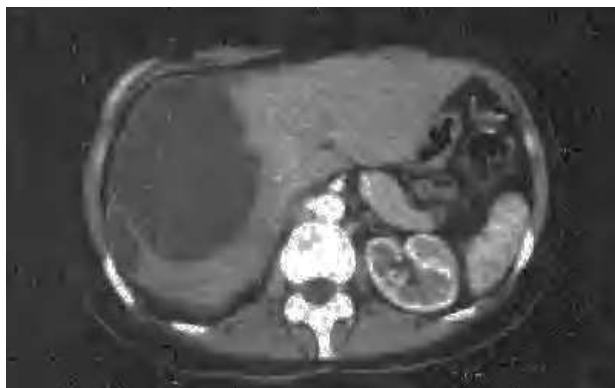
Tomografía computarizada (TC) abdominal donde se observa gran masa quística polilobulada en el lóbulo hepático derecho (LHD).
